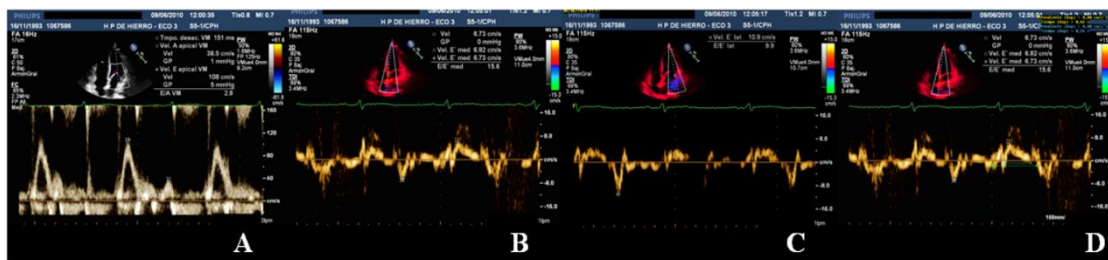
Evolución de los parámetros diastólicos por DTI a los 2 años post-TC
